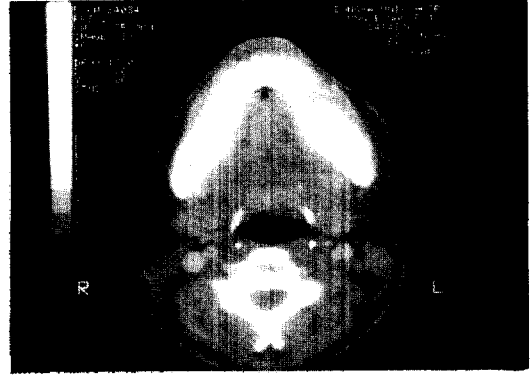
술전 CT소견. 좌측 하악골체가 불규칙한 cortical thickening을 보이고 주변의 연조직이 현저히 두꺼워진 골수염의 소견을 보임.
